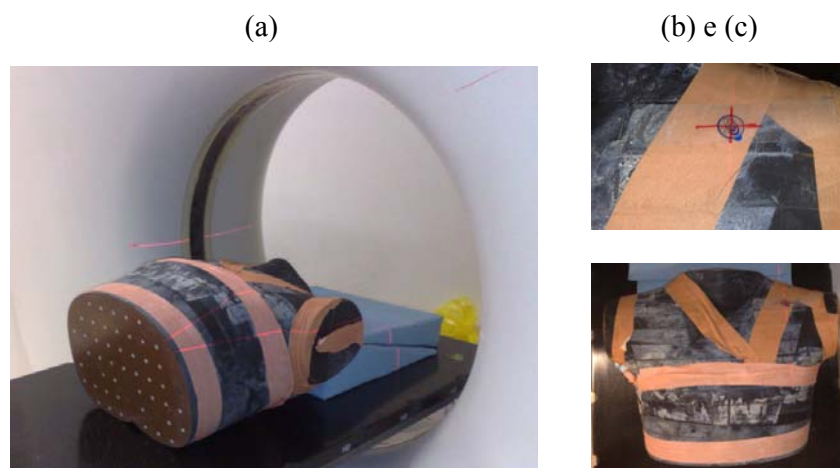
(a) TC realizada à região do tórax do fantôma Rando;
